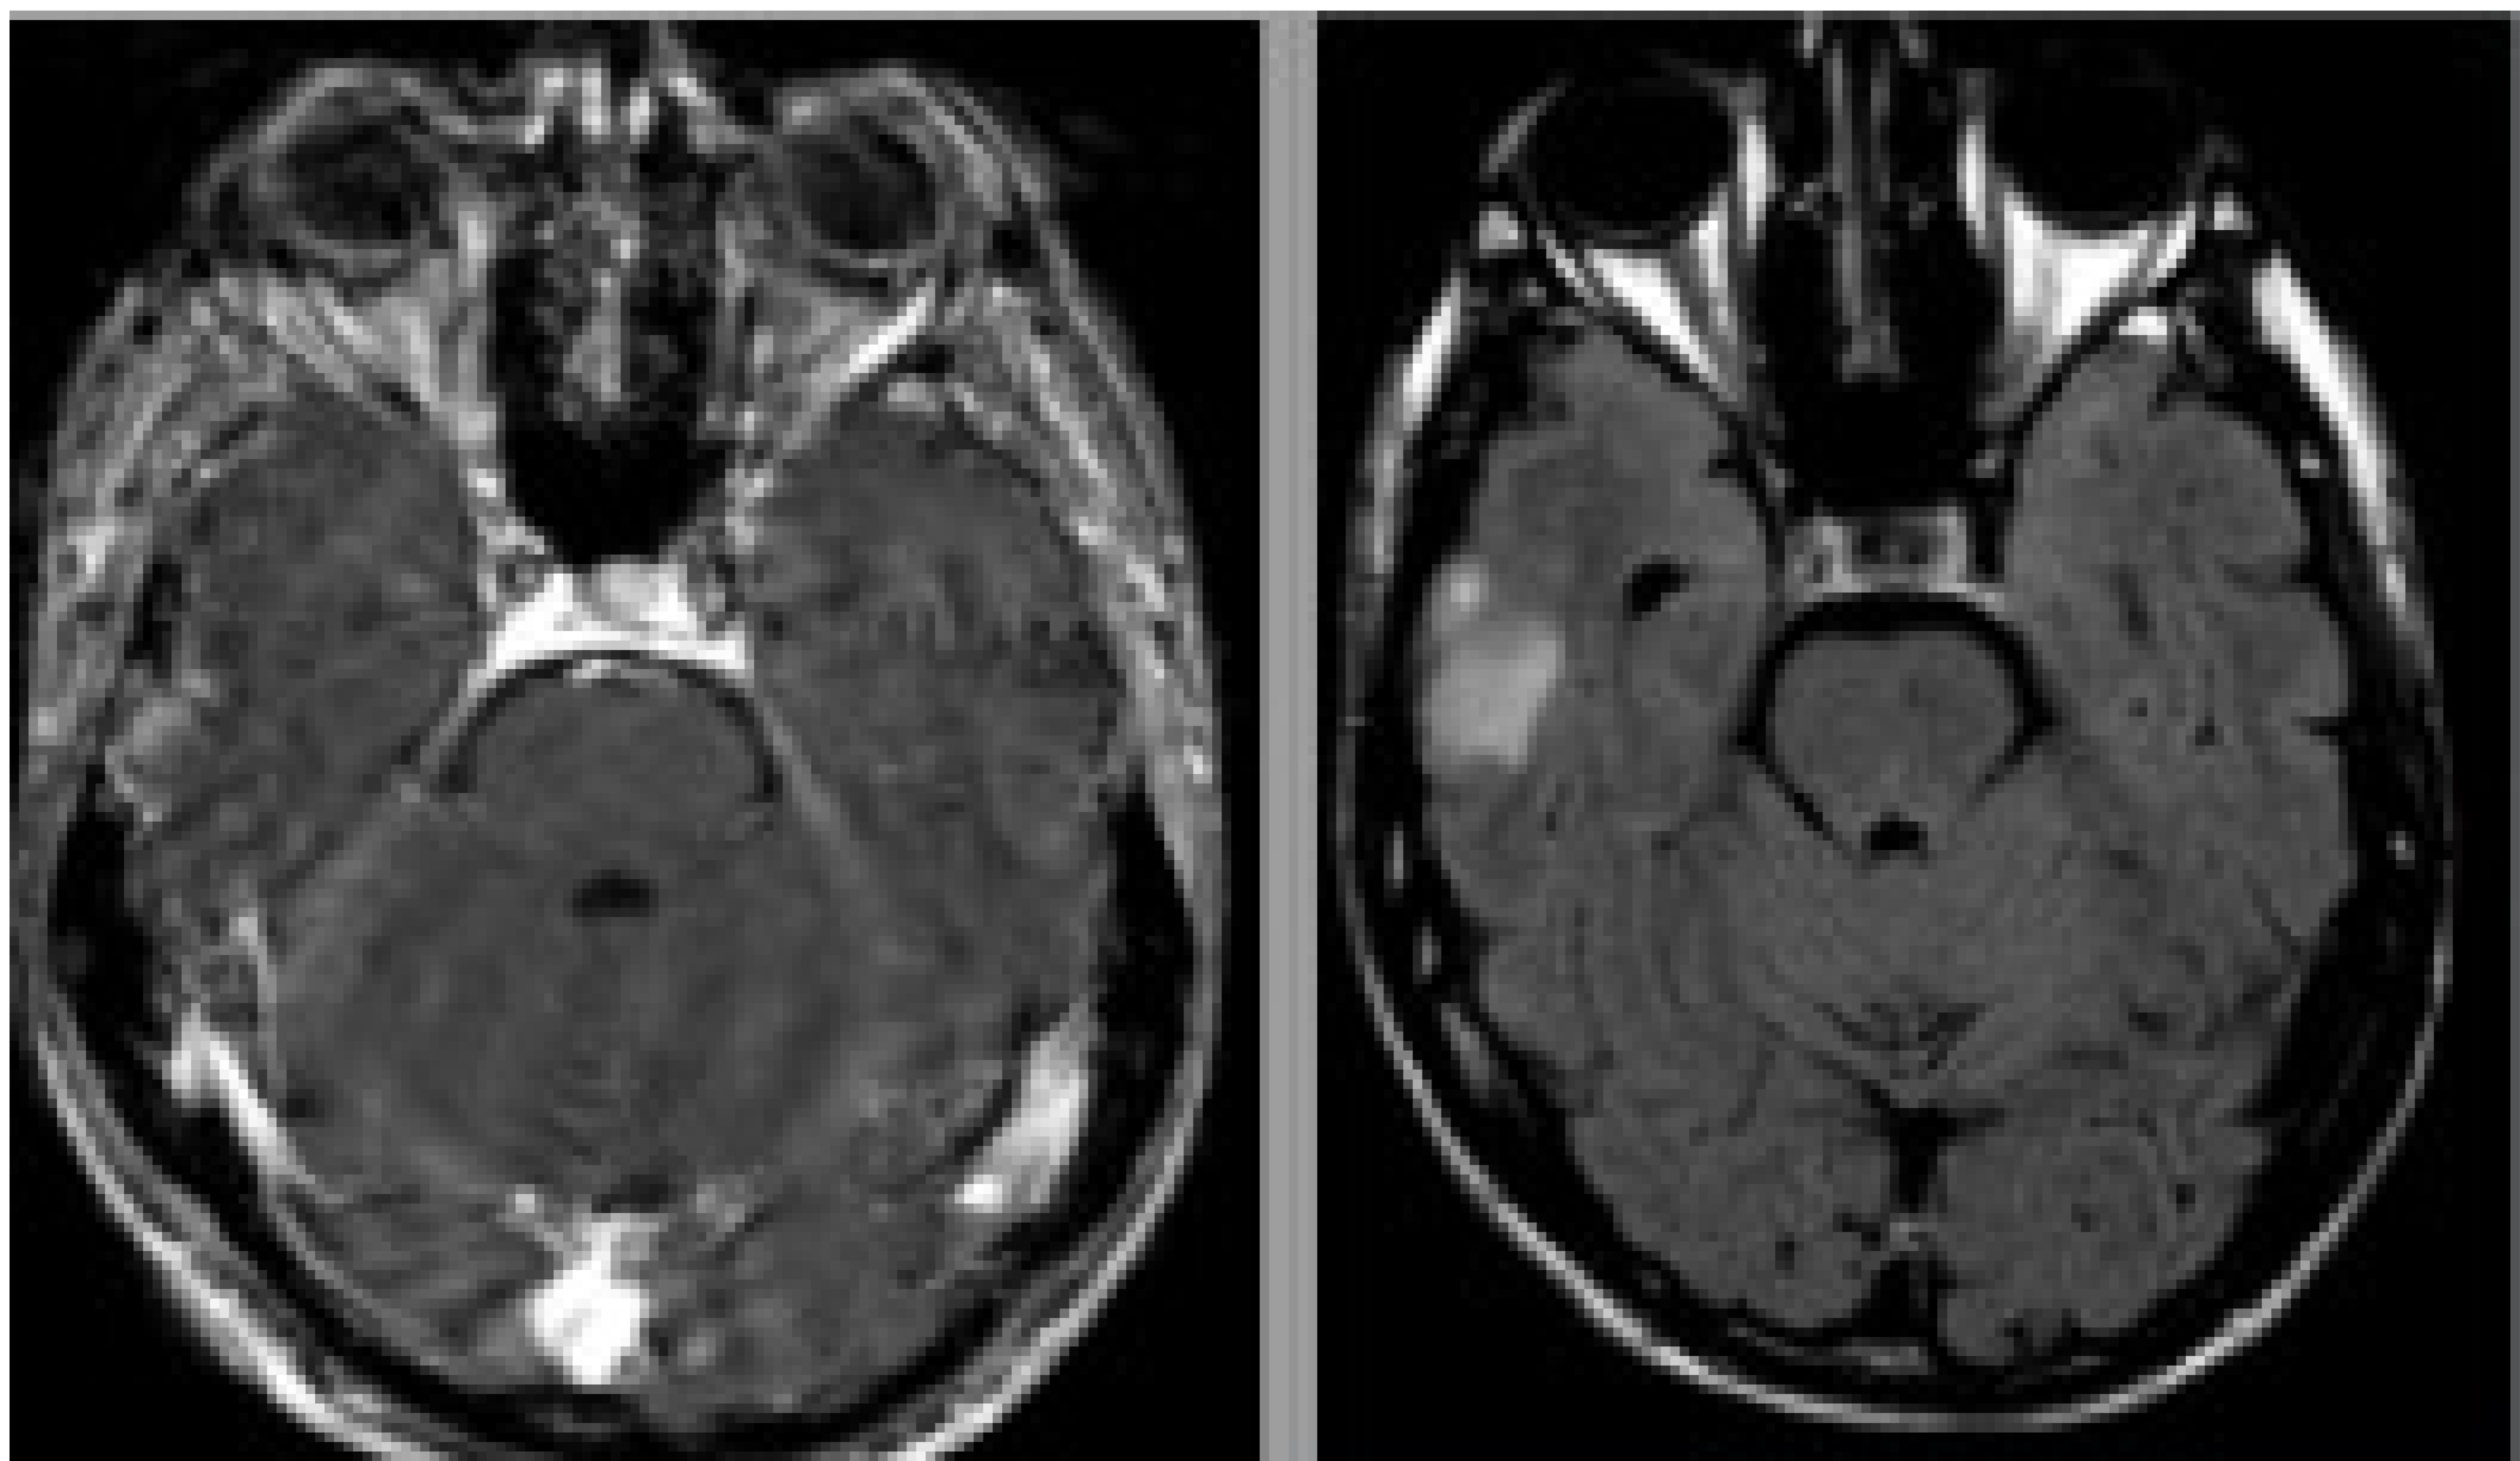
Cerebritis precoz. Área hipointensa temporal derecha con realce lineal en parénquima adyacente en secuencia potenciada en T1 tras la administración de contraste (izquierda). En secuencia potenciada en FLAIR (derecha) de la RM del mismo paciente se observa una hiperintensidad de señal difusa corticosubcortical a dicho nivel.
